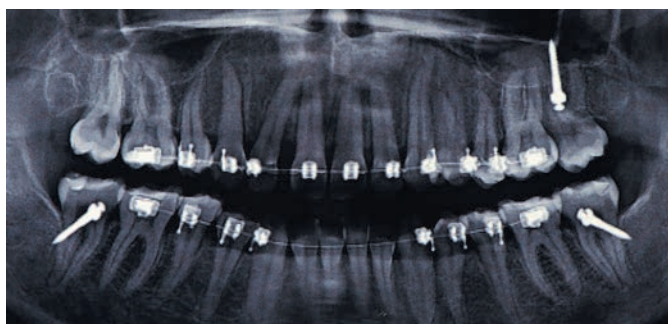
Ортопантомограмма зоны BS на нижней челюсти, зоны IZC на верхней челюсти
